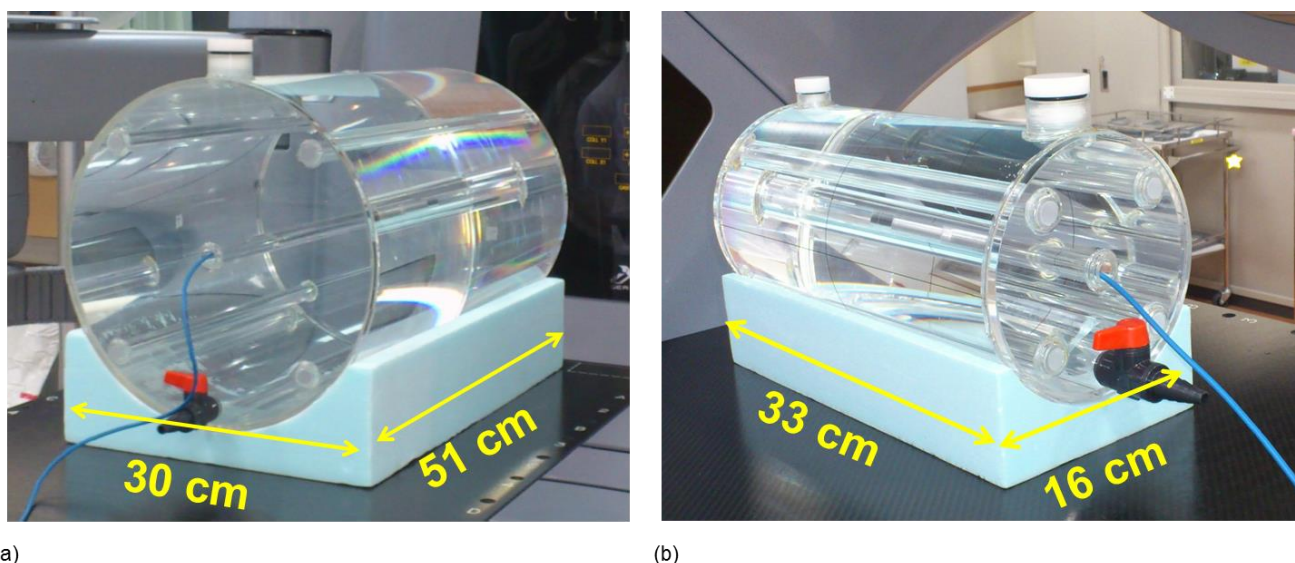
In-house CT water phantoms for (a) body-type and (b) head-type.
